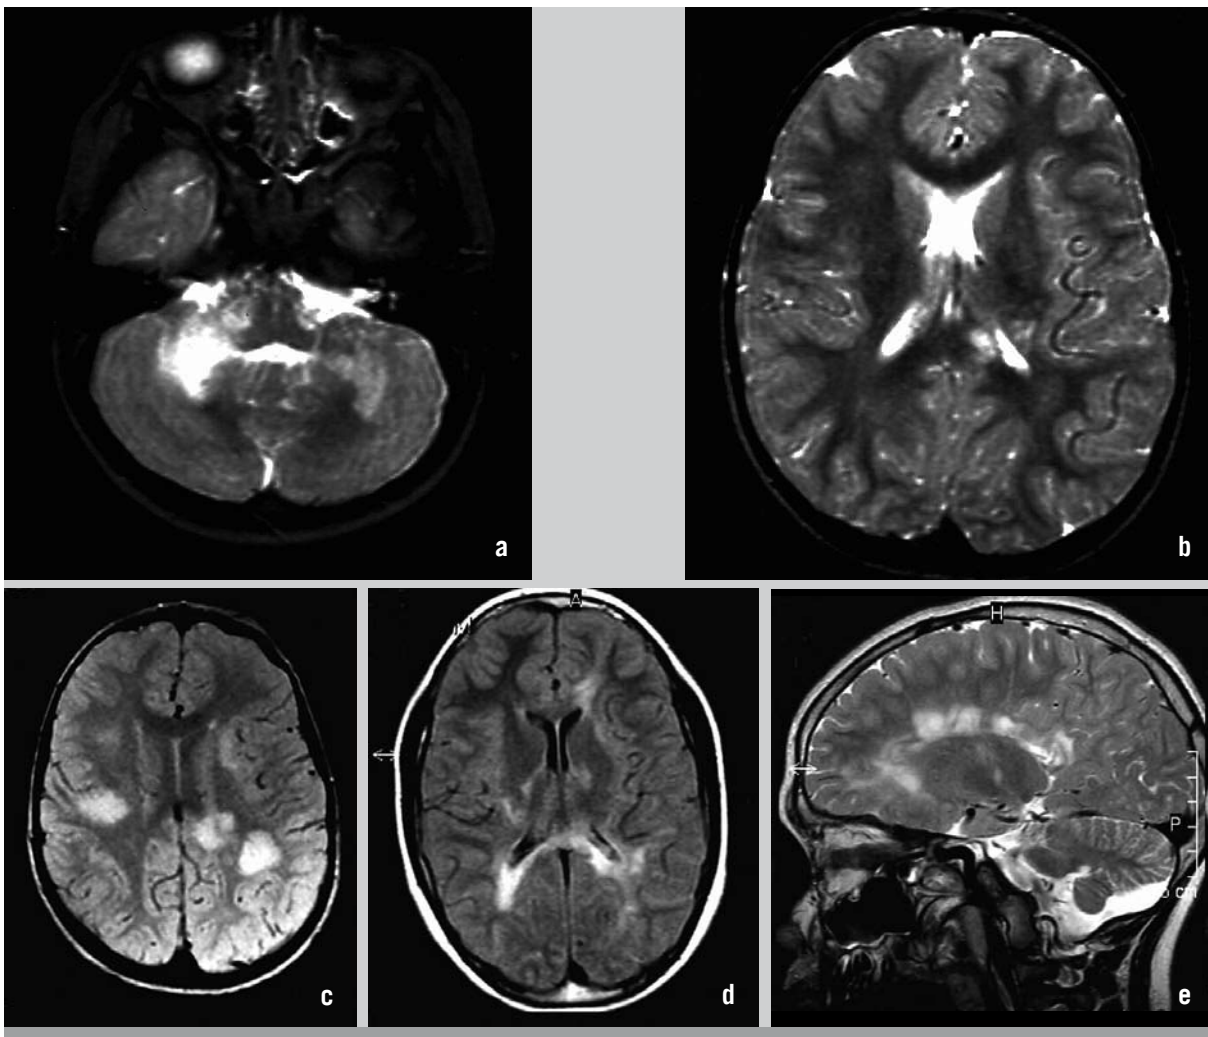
Niño de dos años que presenta somnolencia, ataxia aguda, afasia, y pérdida de la marcha progresiva con paraparesia y disfunción esfinteriana, 15 días después de un catarro de vías aéreas superiores (primer evento). La RMN de cerebro T2 axial muestra lesiones hiperintensas mal definidas en sustancia blanca cerebelosa bilateral, con extensión al pedúnculo cerebeloso medio derecho (a) asociadas a lesiones más discretas en la sustancia blanca cerebral periventricular y cuerpo caloso (b), sugestivas de EMDA. Presentaba BOC positivas en LCR. Cuatro meses después, y luego de 20 días de un cuadro viral respiratorio, presenta su segundo evento con trastornos deglutorios, ataxia, hemiparesia derecha y signos piramidales bilaterales, sin encefalopatía asociada. La RMN de cerebro axial FLAIR muestra múltiples lesiones hiperintensas de aspecto tumefacto y bordes poco definidos, periventriculares y subcorticales bihemisféricas (c). RMN de control, FLAIR axial (d) y parasagital (e) realizada a los 6 años de evolución, con lesiones bihemisféricas confluentes y lesiones características en cuerpo caloso. Diagnóstico: EM pediátrica (infantil).
